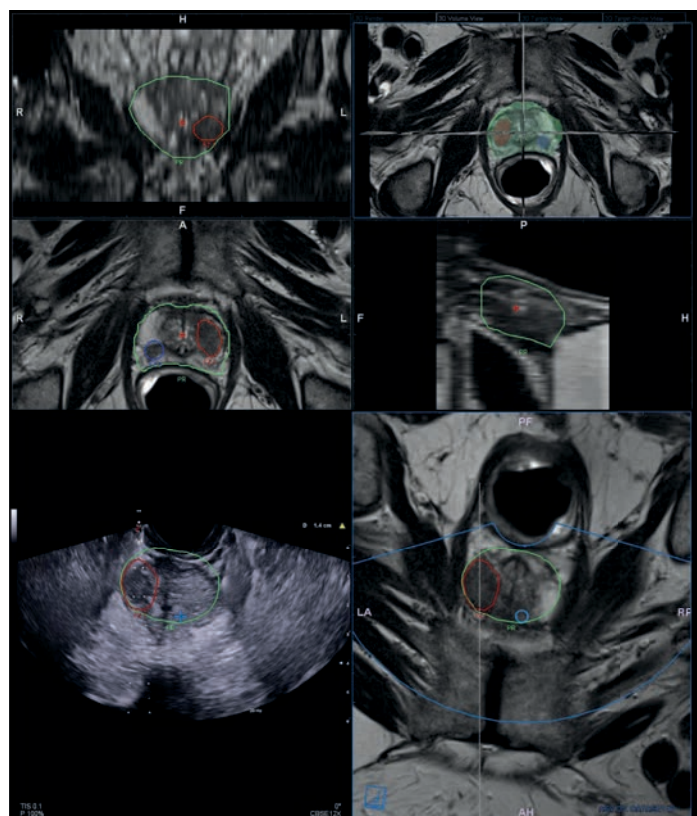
В показанном случае, МРТ-исследование пациента выявило рак класса PI-RADS 5 в экваториальной зоне на левой стороне железы и рак класса PI-RADS 4 в контралатеральной области. Благодаря возможности множественной геометрии наведения, врач может более эффективно наносить контуры поражений. Контуры предстательной железы можно использовать в качестве ориентира для мониторинга ее движений и в качестве поддержки для выравнивания МРТ и УЗИ изображений. Врач берет 2-3 образца из целевой области, используя направляющую линию для проведения биопсии в качестве опоры для того, чтобы более точно добраться до этой области.
